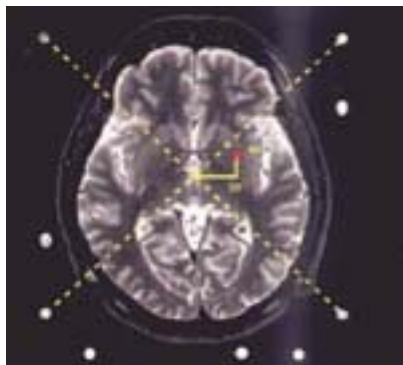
Toma de coordenadas del marco estereotáxico sobre una imagen de RM
